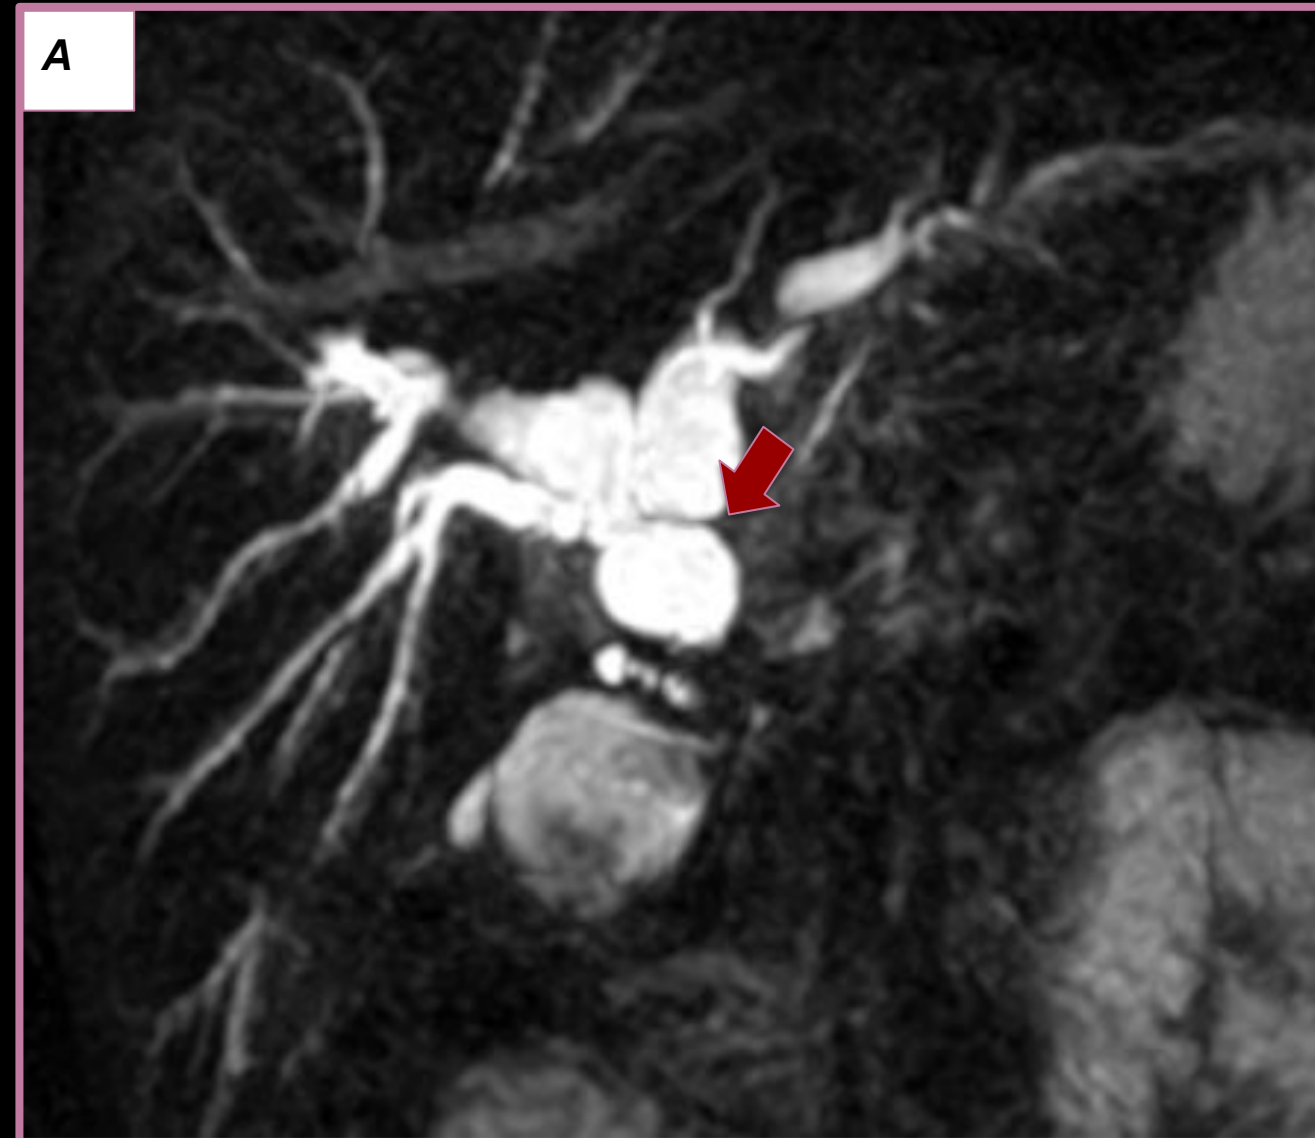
Colangiografía por resonancia magnética donde se evidencia falta de unión en la colédoco-colédoco anastomosis (flecha roja) con la dilatación de la vía biliar aguas arriba.
